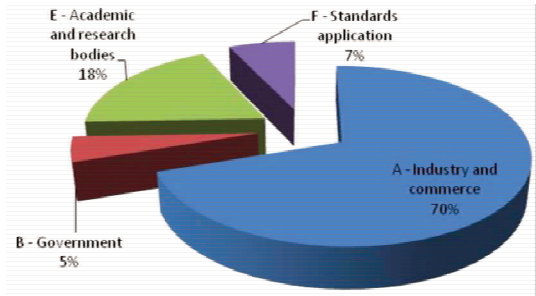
ISO/TC150/SC4/WG1 中各领域专家占比情况
